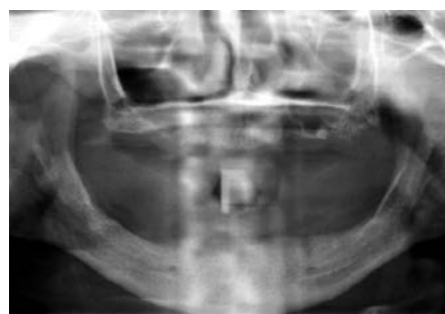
Предоперационная ортопантомограмма: отмечается убыль объема кости нижней челюсти, не позволяющая провести установку имплантата(ов) дистальнее от участков ментальных отверстий.
